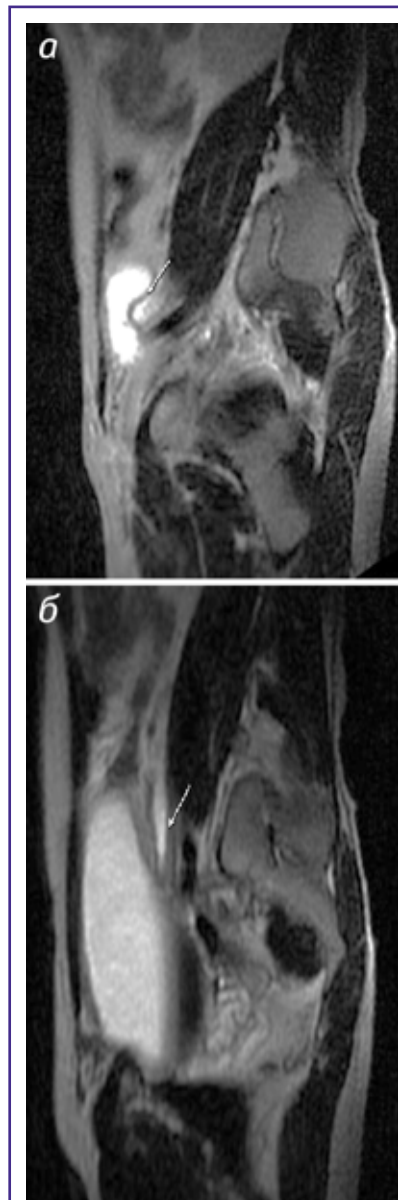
МРТ малого таза. РСМ. Стан після РЦЕ, ІНЦП. Sag T2-33 після введення діуретика. Хворий А., 63 роки (історія хвороби № 13870): а — простежується сечовід дистальніше зони звуження; б — візуалізується розширений сечовід вище стриктури
